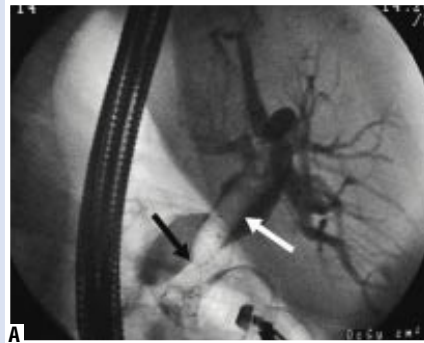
Вид после раскрытия саморасширяющегося стента. (А – рентгенологическая картина, Б – эндоскопическая картина). Белая стрелка – раскрытый стент в просвете общего желчного протока. Черная стрелка – «талиа» в области холедоходуоденостомы
